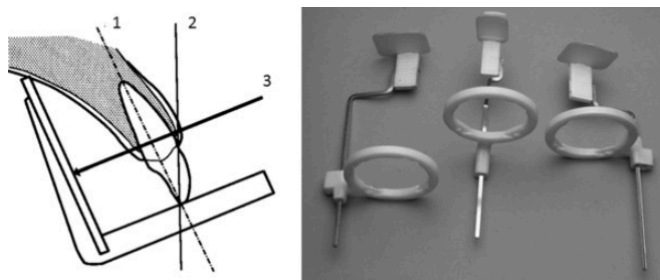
Radiografia periapical - Técnica de paralelismo (Viner & Robson, 2017).
